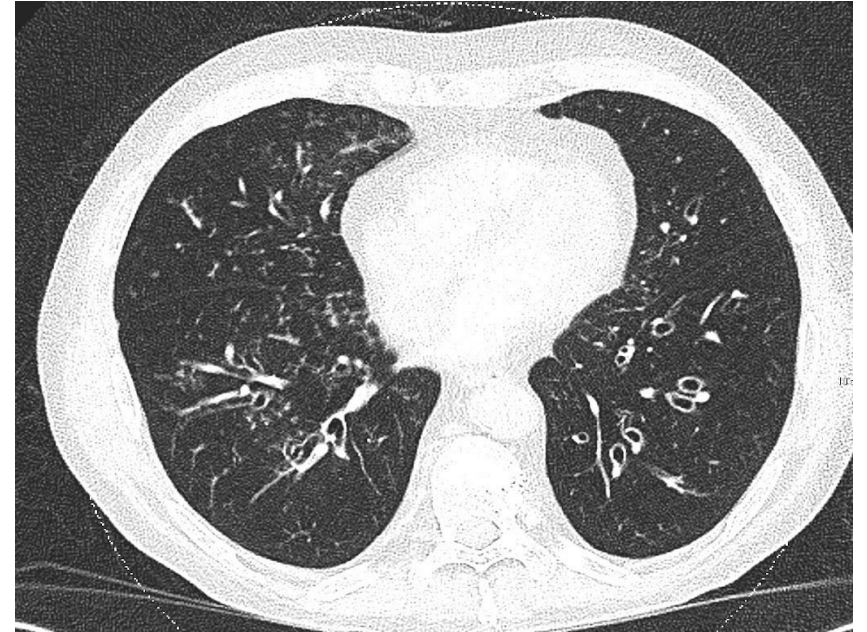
TC torácico de paciente post-TPH. Engrosamiento de paredes bronquiales e imágenes nodulillares en relación con bronquiolitis obliterante en contexto de EICH crónica.
